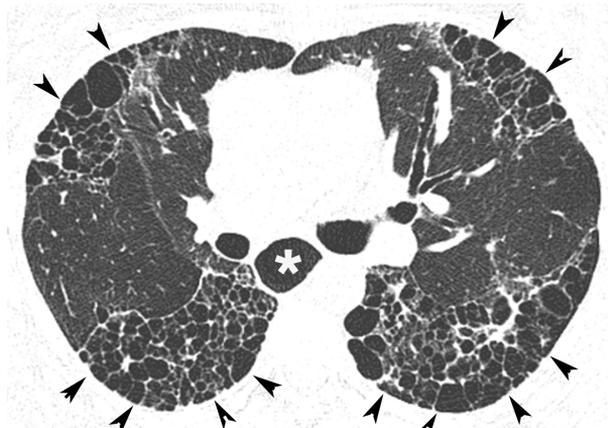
TC em corte axial ao nível das regiões pulmonares inferiores mostrando múltiplas formações císticas agrupadas em camadas e compartilhando paredes, predominando nas regiões inferiores e posteriores dos pulmões, em topografia subpleural (cabeças de seta). Observa-se também dilatação do esôfago distal (asterisco).
